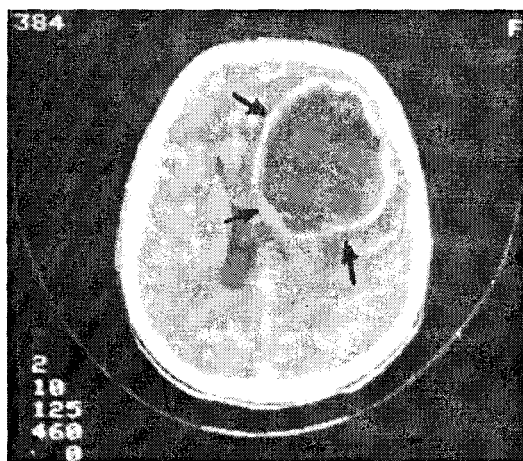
CT-scan: Abces cerebral gigant fronto-temporal dreapta.
